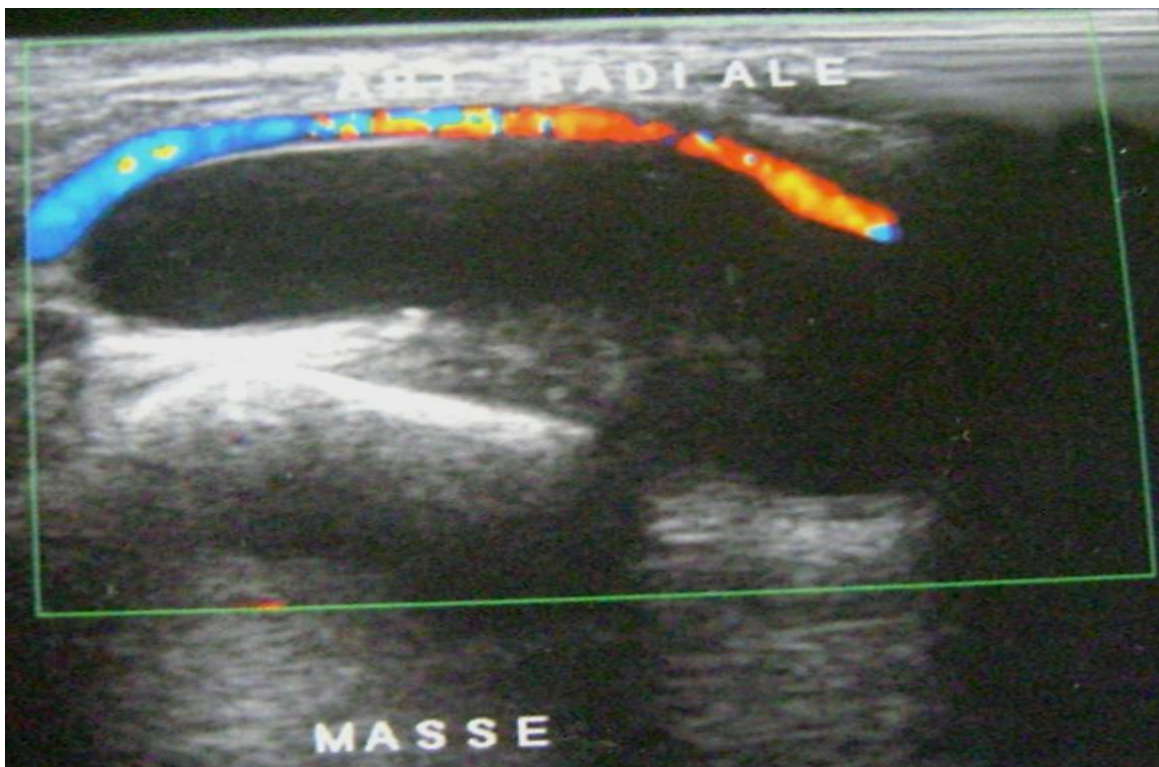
Echo-doppler d'un patient présentant un kyste synovial de la face antérieure du poignet.
